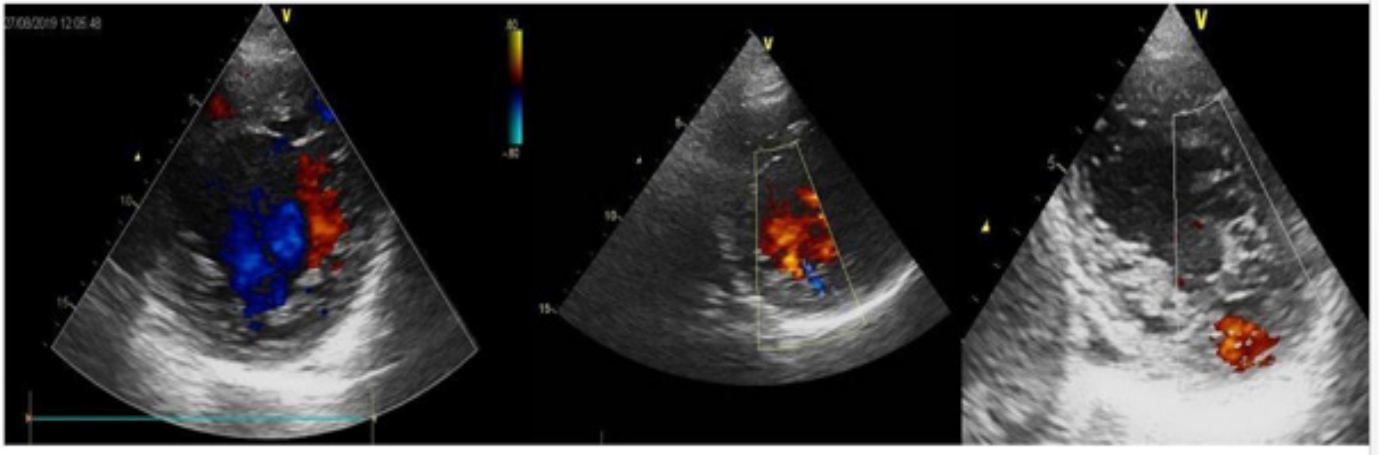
Échographie cardiaque : incidence parasternale gauche petit axe montrant le flux Doppler transpariétal avec un aspect en double contour pariétal
